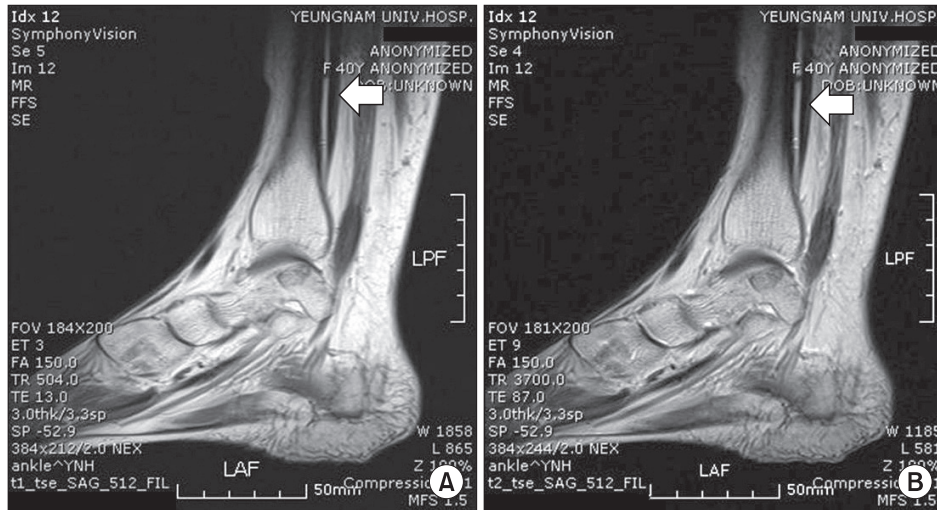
MRI sagittal plane (A) T1-weighted image, (B) T2-weighted image showed that flexor digitorum longus (arrow) did not adhere to tibial bone and around soft tissue.
